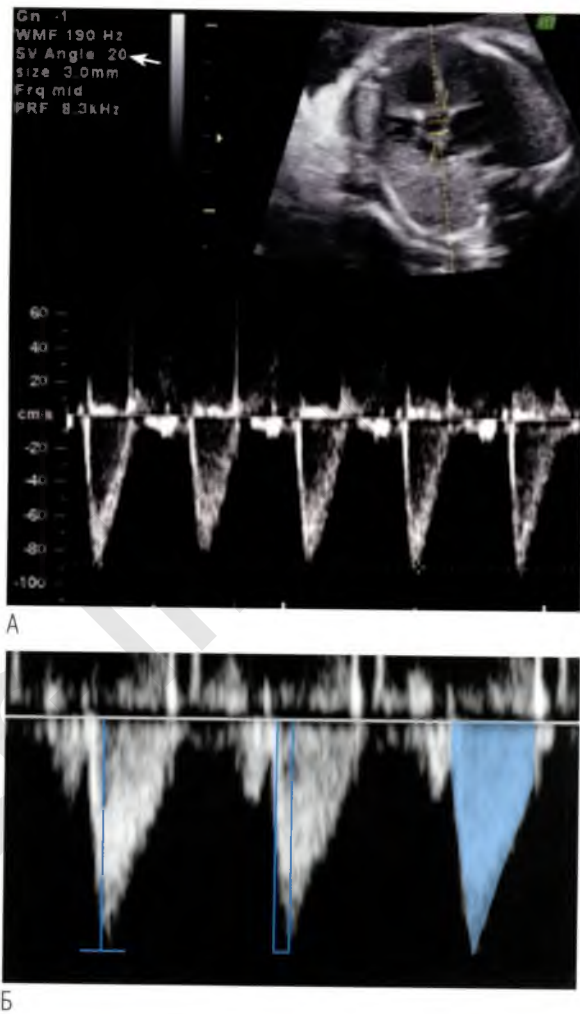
(А) Контрольный объем при импульсно-волновой доплерэхокардиографии позиционирован в восходящем отделе аорты выше уровня створок клапана. Угол между ультразвуковым лучом и осью кровотока составляет менее 20° (стрелка). Типичным для данной анатомической локализации является единственный пик с коротким промежутком времени для достижения максимальной скорости. Кровоток в фазу диастолы не регистрируется. (Б) Кровоток в артериях характеризуется тремя показателями: максимальной скоростью (слева), временем достижения максимальной скорости (в центре) и интегралом линейной скорости (справа).
